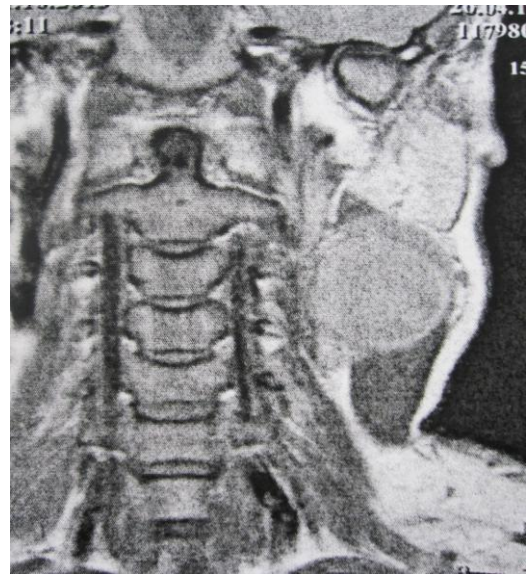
Боковая киста шеи слева на ЯМР-КТ
